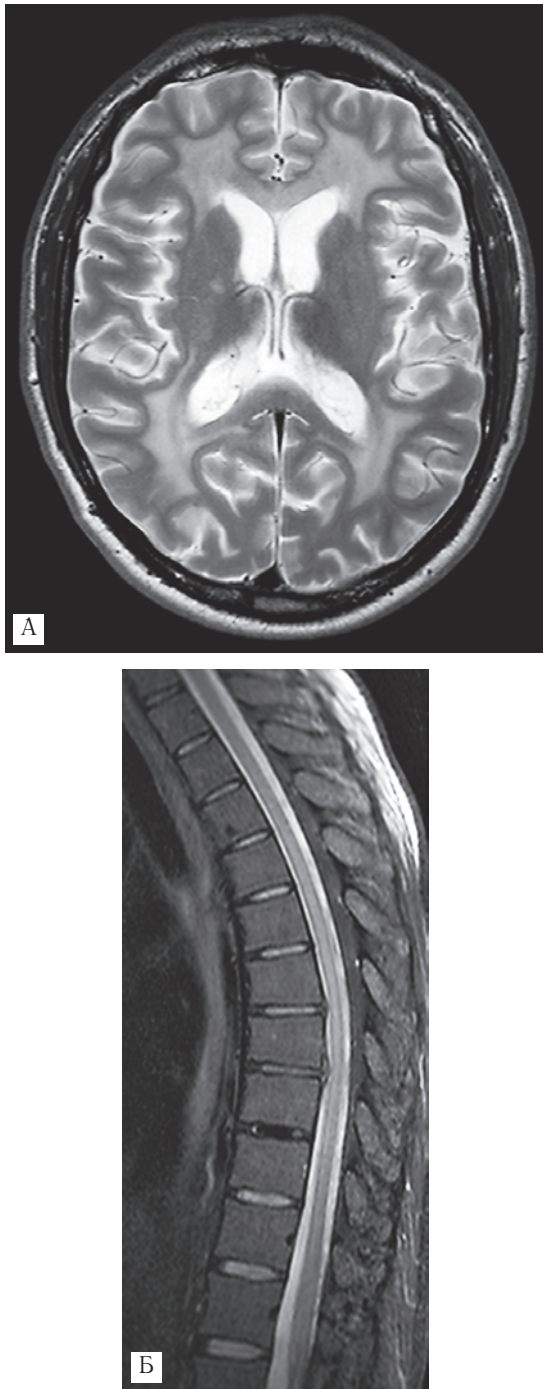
Пациент П., МРТ через 3 месяца после первого исследования. На аксиальных Т2-ВИ головного мозга (А) отмечается умеренная отрицательная динамика поражения перивентрикулярного белого вещества. Стабильная МР-картина патологического очага в грудном отделе спинного мозга (Б).
